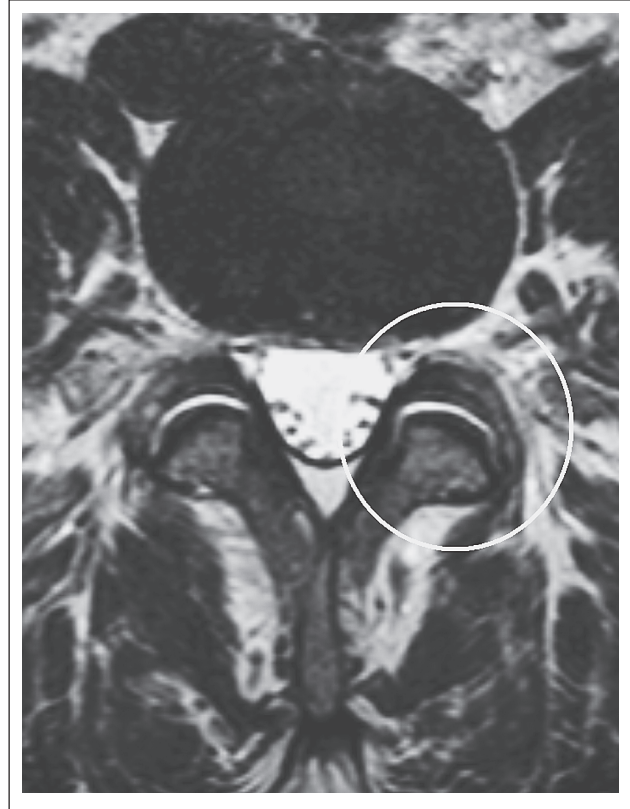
Magnetresonanztomographie (axiale T2-Gewichtung): Typische Gelenkshyperintensität bei mutmaßlichem Gelenkerguss eines degenerativ aktiven Facettengelenks am Beginn der degenerativen Kaskade.
